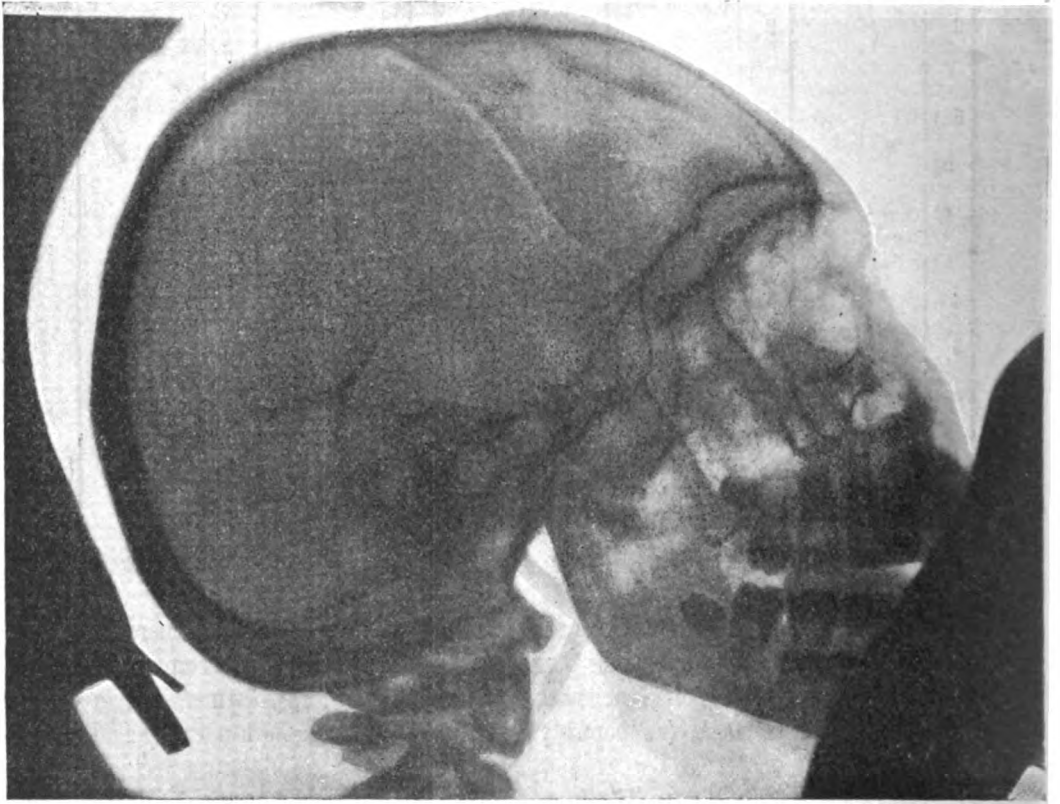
Рентгеновскій снимокъ черепа микроцефала Н. Клементьева.
